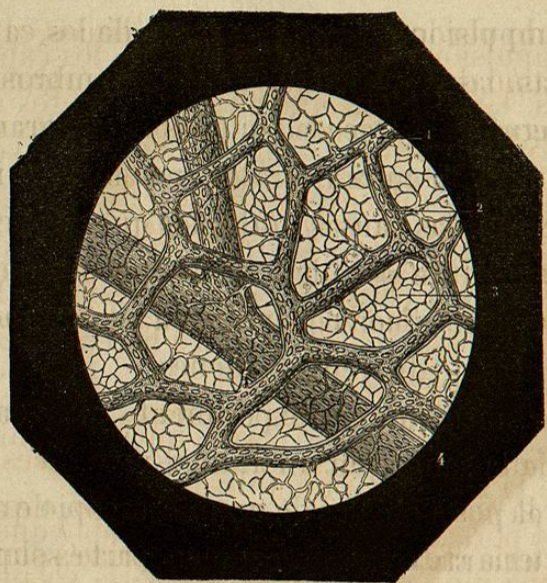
ASPECTO MICROSCÓPICO DE LA CIRCULACION DE LA SANGRE PERCIBIÉNDOSE LOS GLÓBULOS SANGUÍNEOS.
